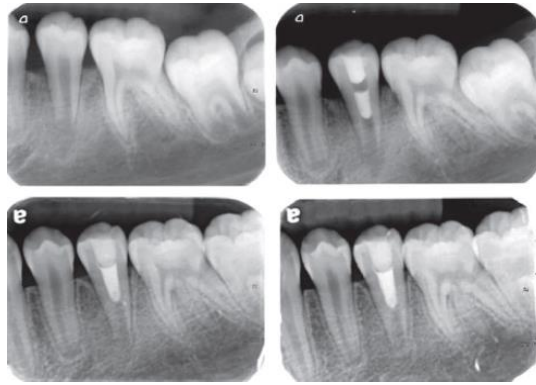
<sup>18</sup> *Caso 8. Aumento del grosor de las paredes del canal radicular y continuación del desarrollo radicular. (a) Radiografía pre-operatoria. (b) Radiografía post- operatoria. (c) A los 6 meses de seguimiento. (d) Al año de seguimiento.*
